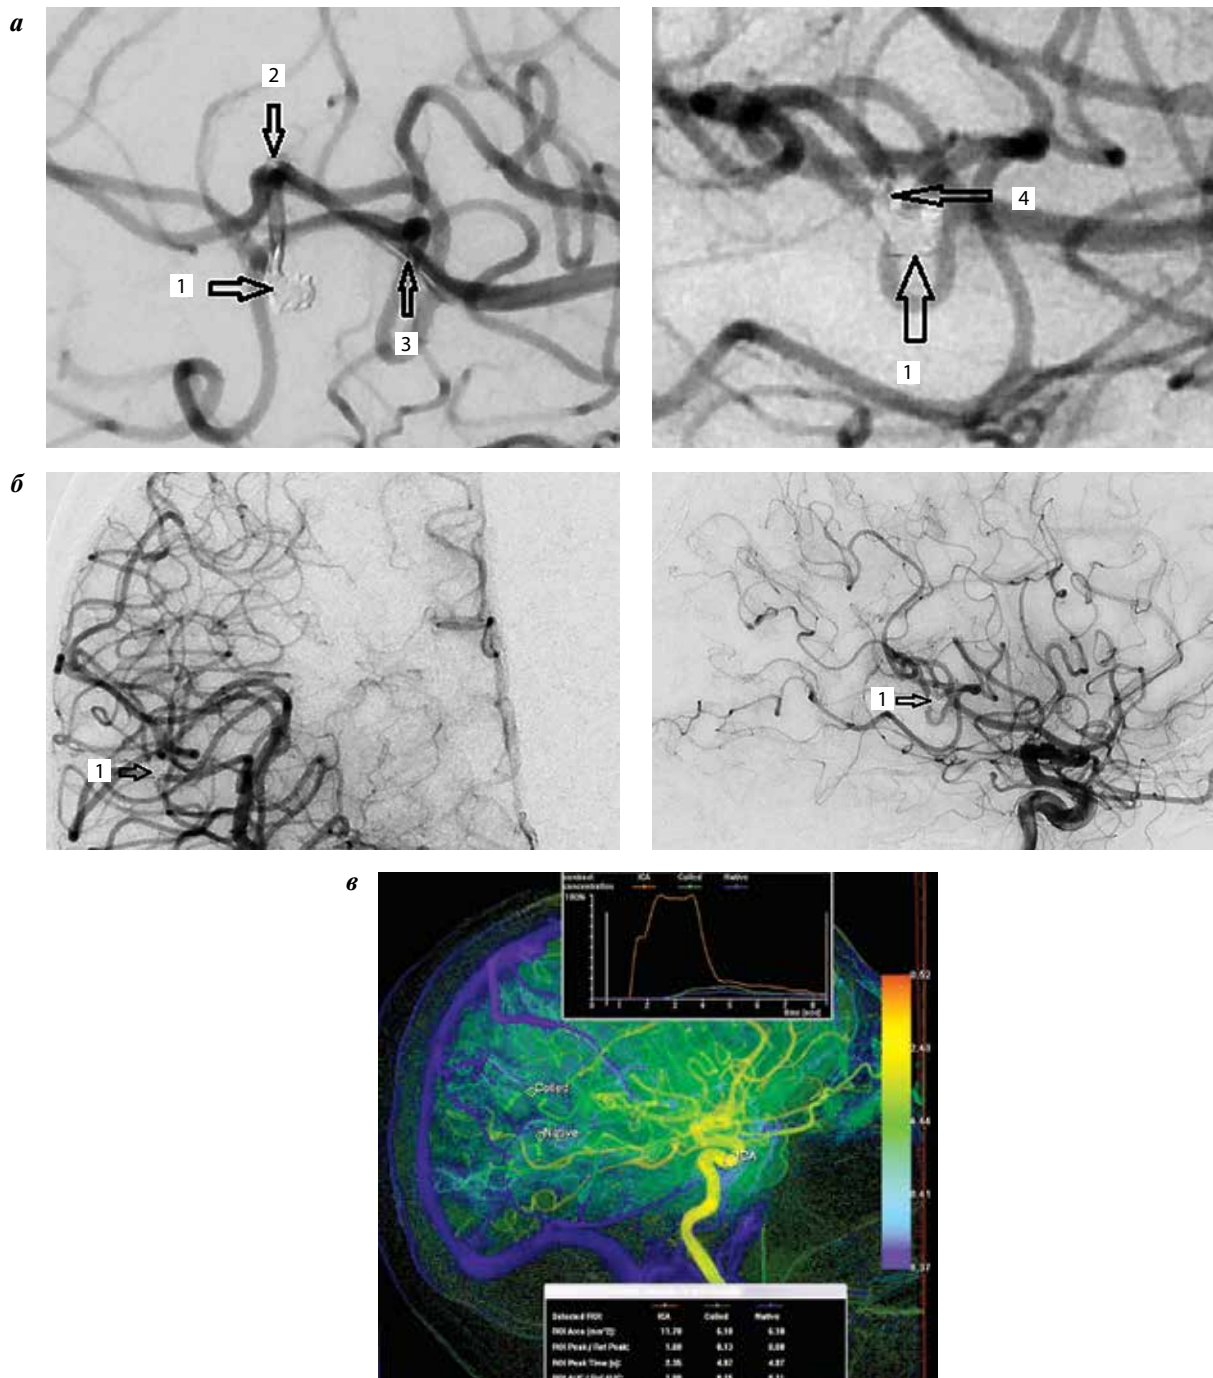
Этапы внутрисосудистого лечения и контрольной селективной церебральной ангиографии: а — на этапной и контрольной ангиограммах (в ходе вмешательства) плотно упакованный клубок микроспиралей 1 в аневризме с витками микроспиралей в несущей артерии, дистальная 2 и проксимальная 3 метки микрокатетера, пролабирание витка микроспиралей по контуру несущей аневризму артерии 4 с сохранением ее проходимости; б — на контрольной ангиограмме в прямой и боковой проекциях (через 24 ч после операции) клубок плотно упакованных микроспиралей 1, контрастная на всем протяжении несущая аневризму артерия, отсутствие бессосудистых зон; в — на перфузиограмме соответствие кровотока в пораженной артерии (Coiled) дистальнее эмболизированной аневризмы и интактной (Native) артерии
